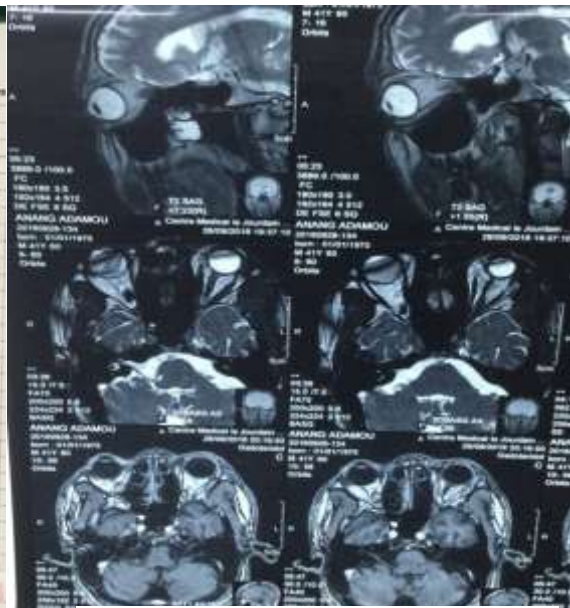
IRM orbitocérébrale
